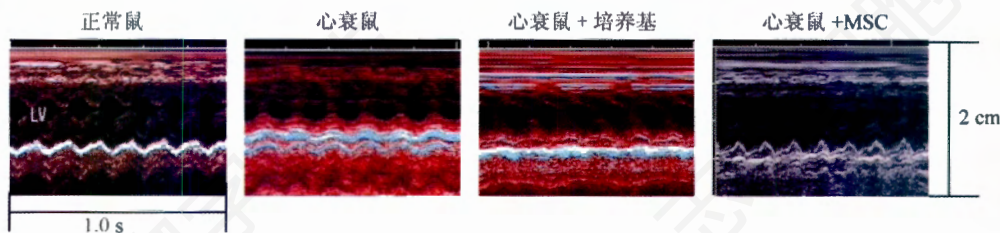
正常鼠、心衰鼠、心衰鼠+培养基、心衰鼠+MSC,术后8周的M型超声心动图
